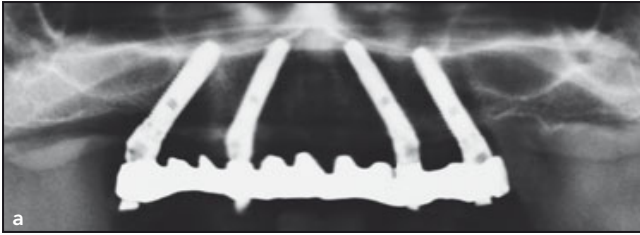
Röntgenaufnahmen der Patientin aus Abb. 1 nach der Rehabilitation gemäß dem CBP (a) und nach 6-jähriger Belastung (b).
